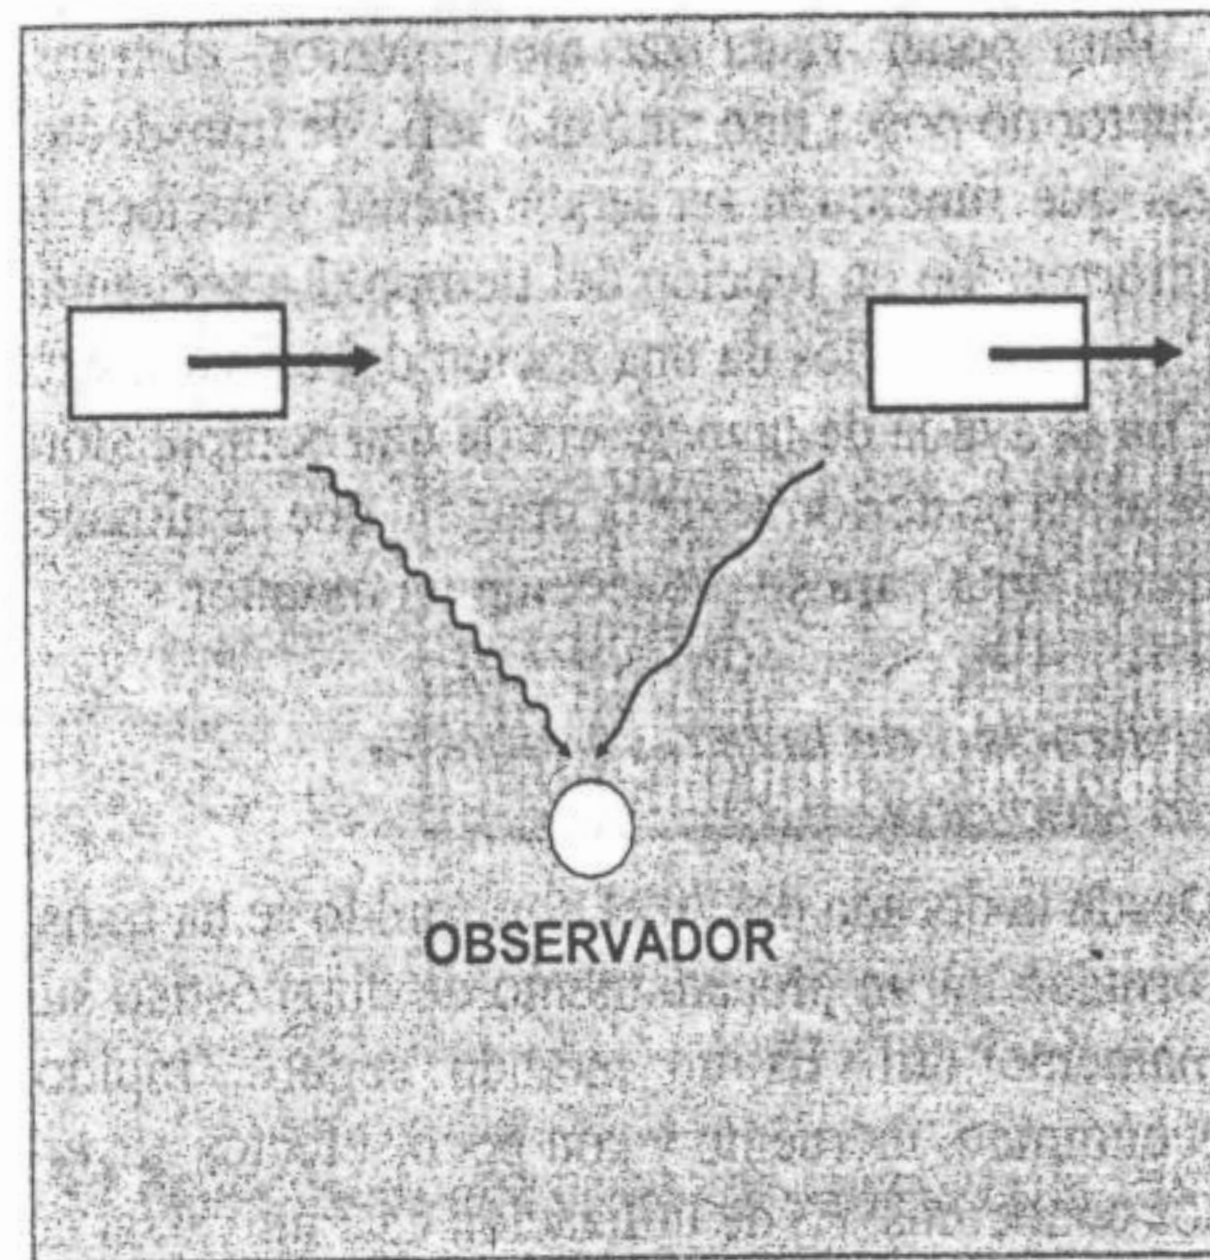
Representación del efecto Doppler.
